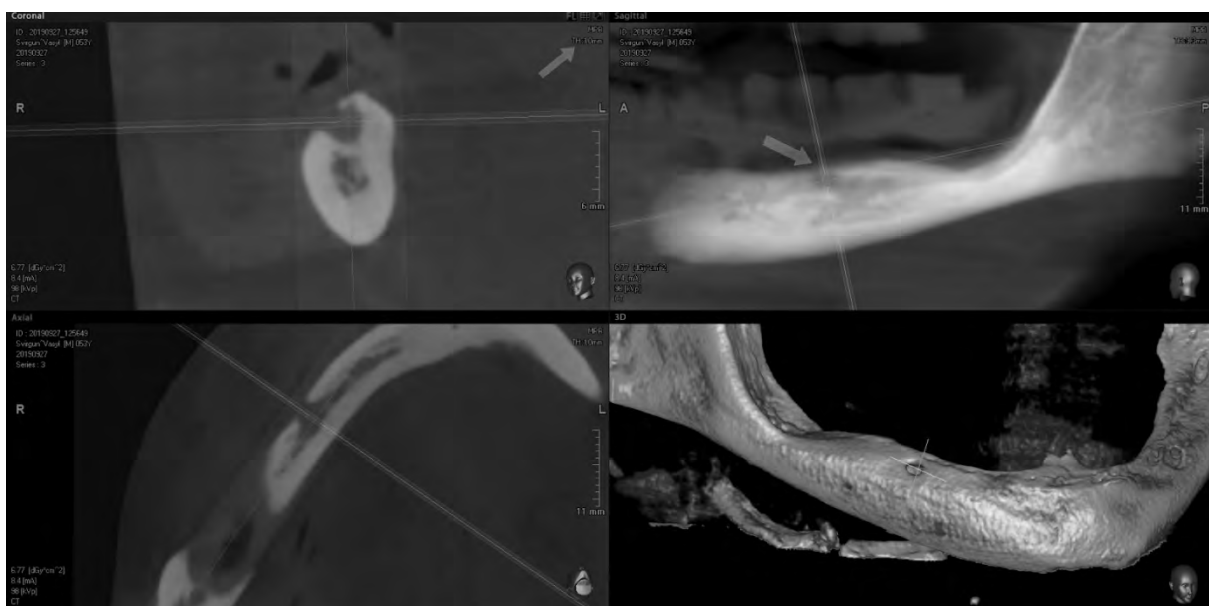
Комп'ютерна томограма НЩ чоловіка 57 років
